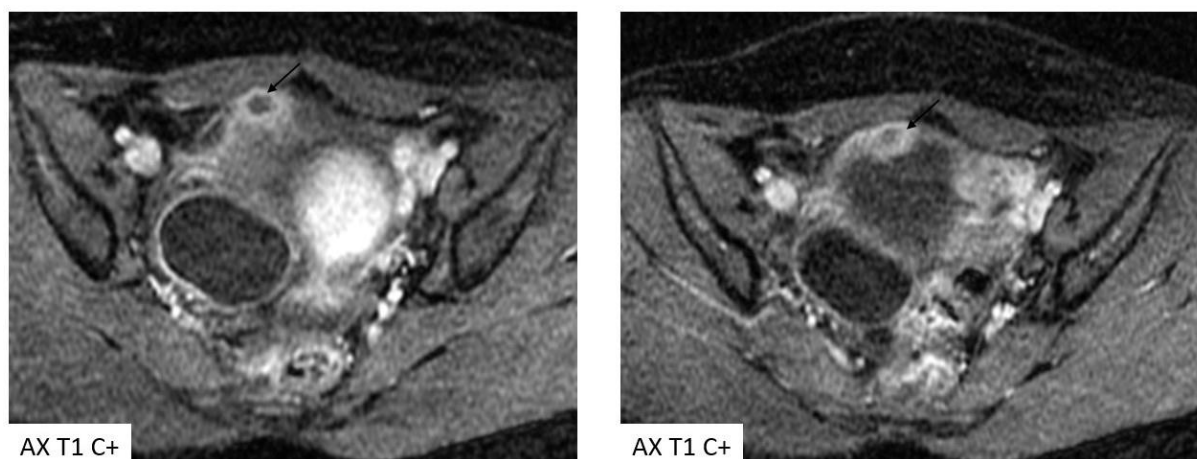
bis : IRM pelvienne montrant une nécrose centrale de la végétation (flèche noire), ce qui en faveur d'une tuberculose.
